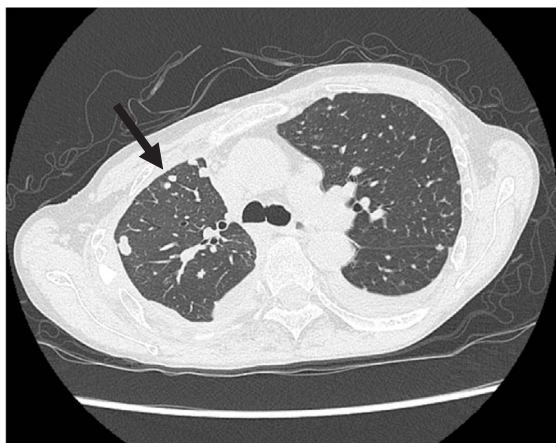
胸部CTで多発性肺転移および胸膜播種を認めた(黒矢印)。
